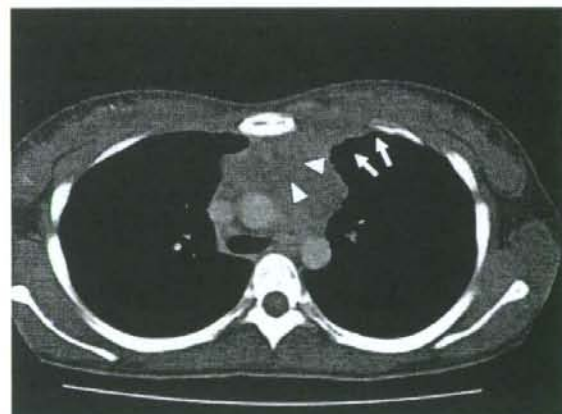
A 24-year-old woman with thymic carcinoma (type C). Enhanced CT scan (10-mm collimation) obtained at the level of the main trunk shows a 7.0 × 5.8-cm, oval, anterior mediastinal mass with a lobulated contour and a heterogeneous enhancement pattern (white arrowheads). This film shows that the sternum-anterior mediastinum angle was blunt (white arrow).
